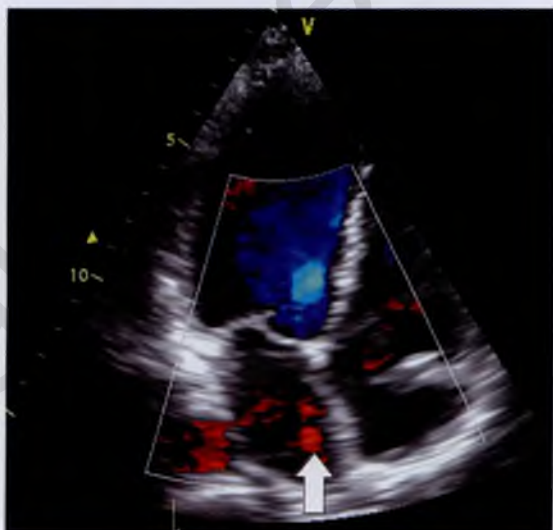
Эхокардиограмма больной К. Цветовая доплер-эхоКГ (четырёхкамерное сечение). Визуализируется перегородка в левом предсердии с наличием выпускника (указано стрелкой)
